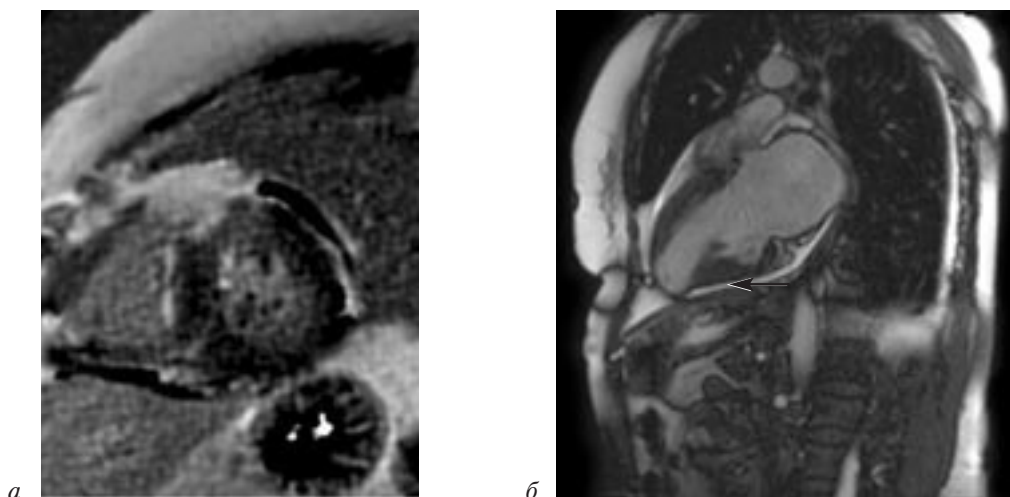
Магнитно-резонансная томограмма:
